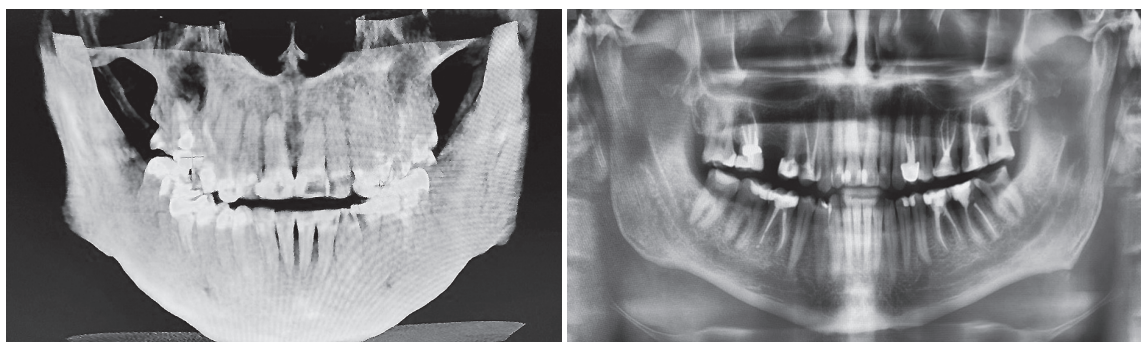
3D-модель КТ, 2D-модель КТ (ОПТГ)
